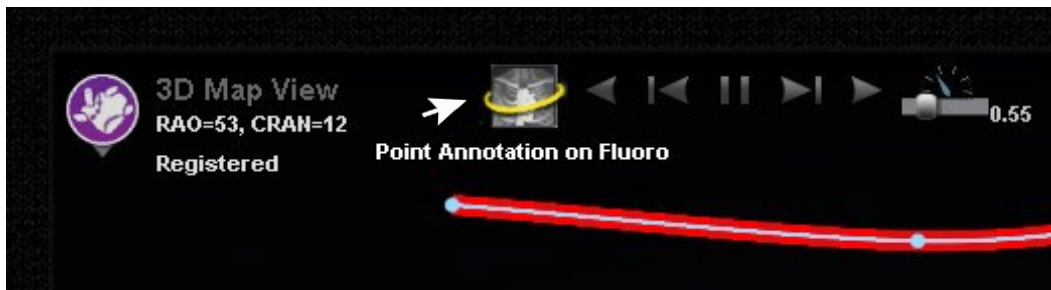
Röntgenkuvien huomautukset *Navigant*-näytössä – Röntgenkuvat A ja B
